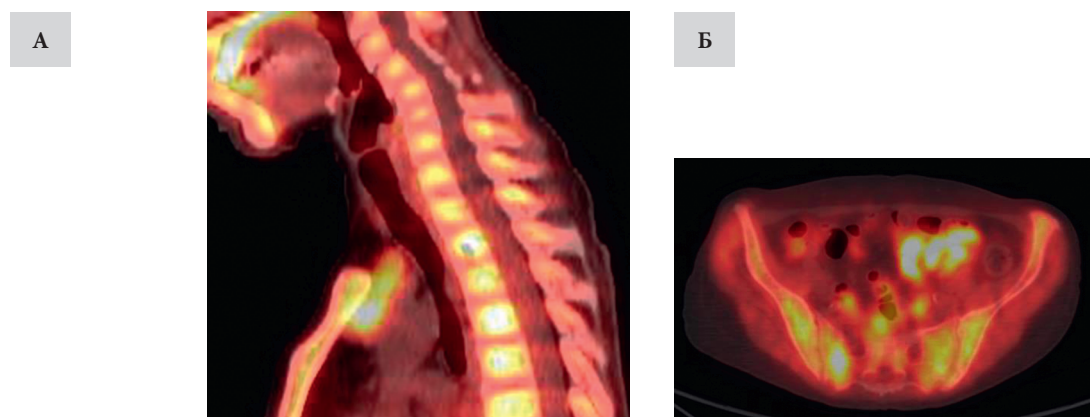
Результаты ПЭТ/КТ с ¹¹C-метионином: метаболически активное мягкотканное образование, соответствующее аденоме нижней эктопированной ОЩЖ (А), патологическое образование подвздошной кости и крестца (Б)
